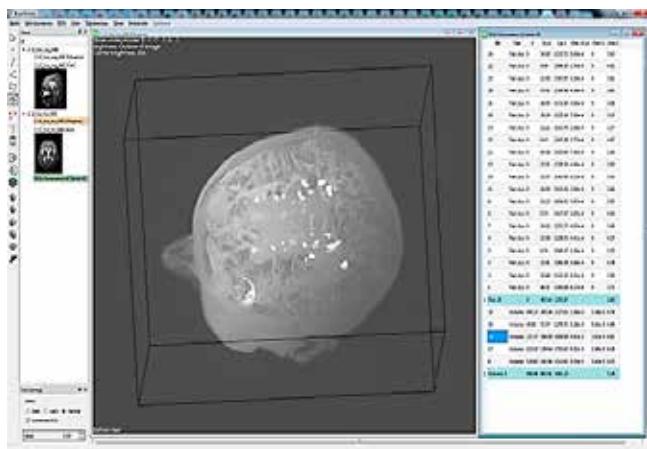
3D-реконструкция многоочагового паттерна, полученного в результате автоматизированного анализа МРТ пациента с рассеянным склерозом
